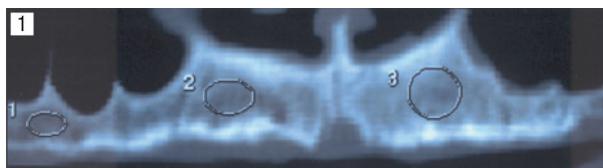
Röntgenologischer Ausgangsbefund bei Patient H4
